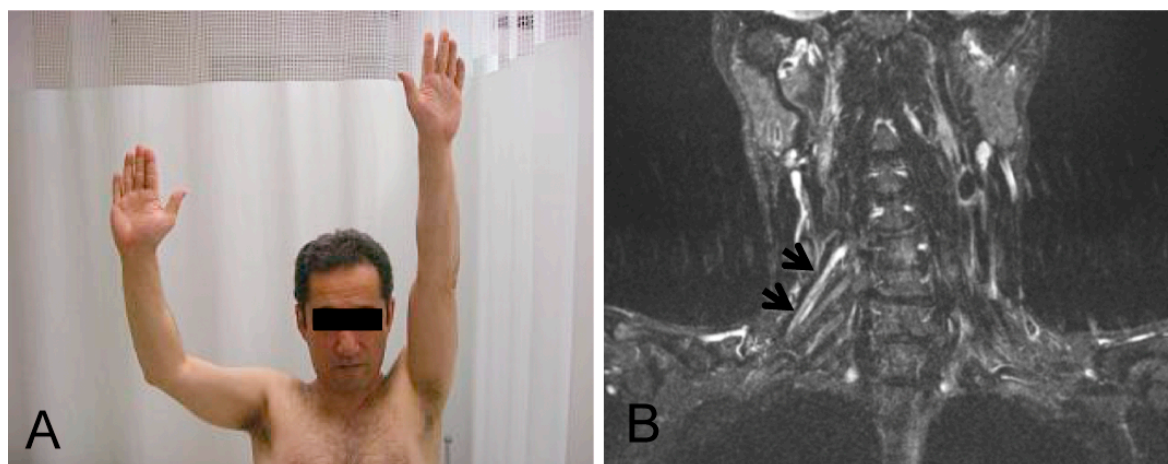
NAの臨床像と腕神経叢のMRI所見との対比.
